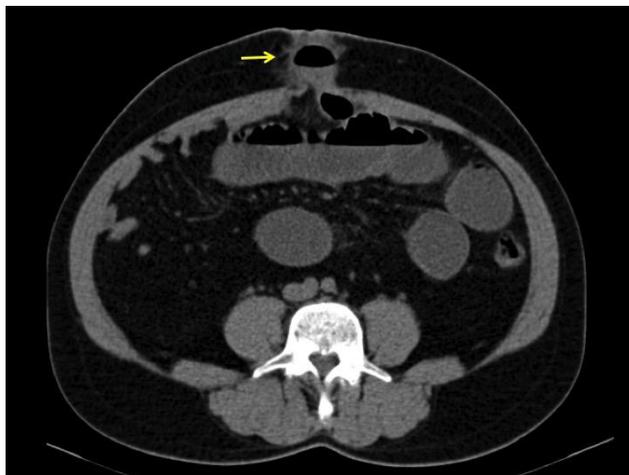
Corte Transversal da tomografia computadorizada evidenciando hérnia em parede abdominal (seta amarela)
